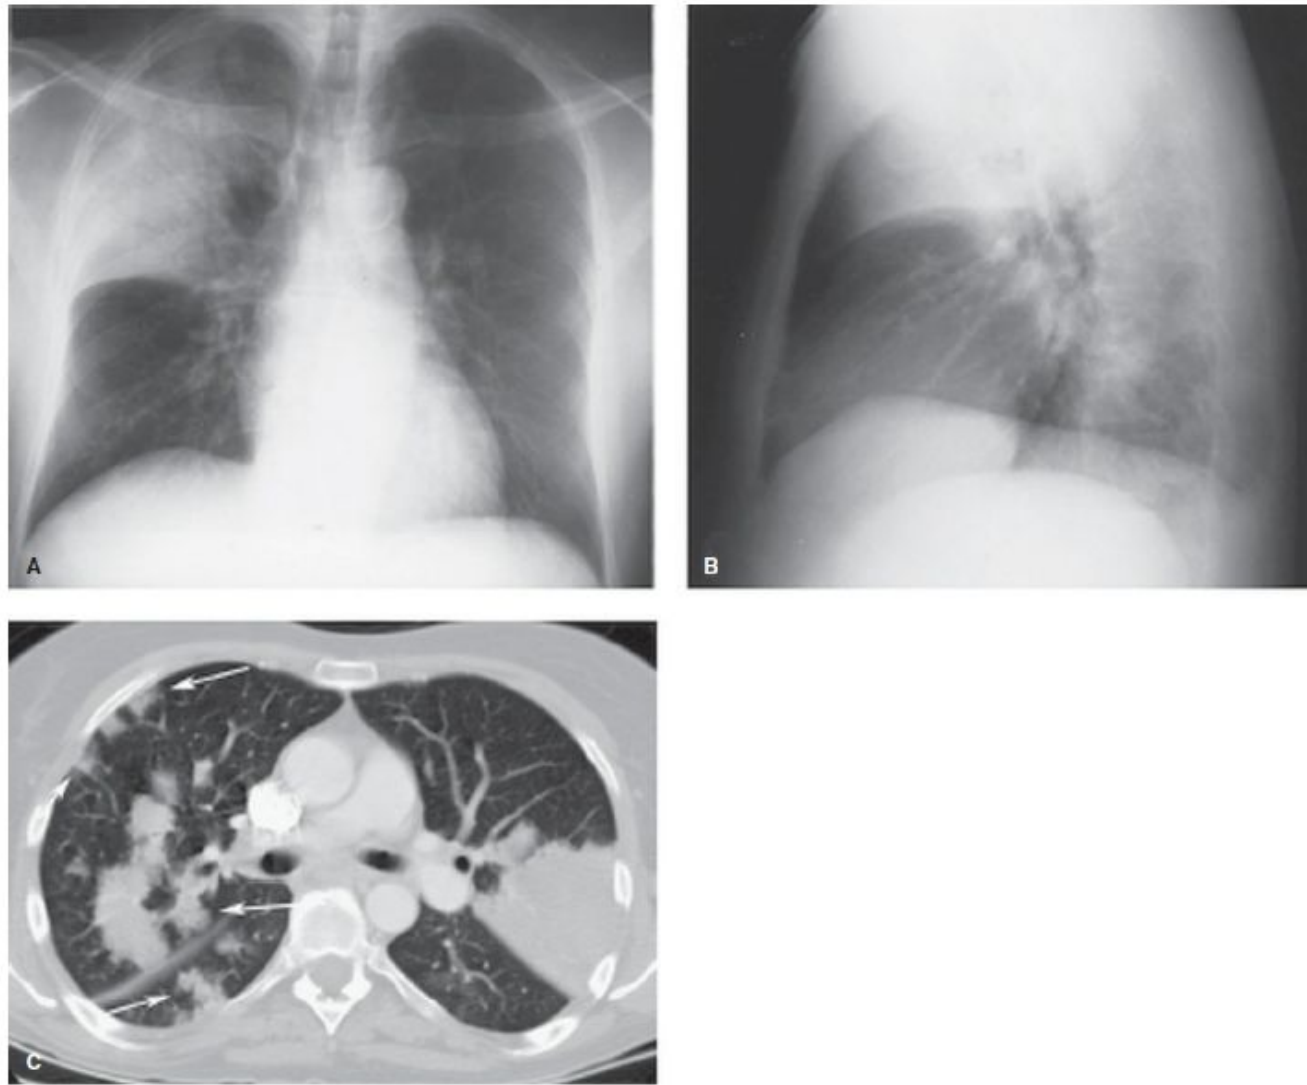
Pneumococcal Pneumonia. A, B: Frontal (A) and lateral (B) radiographs in a 57-year-old man with fever, chills, and productive cough demonstrate airspace opacification in the right upper lobe with air bronchograms. Sputum culture was positive for *Streptococcus pneumoniae*. C: CT scan in another patient with pneumococcal pneumonia shows dense multifocal segmental airspace opacification in the upper lobes. Note the lobular pattern of opacity in the right upper lobe and superior
